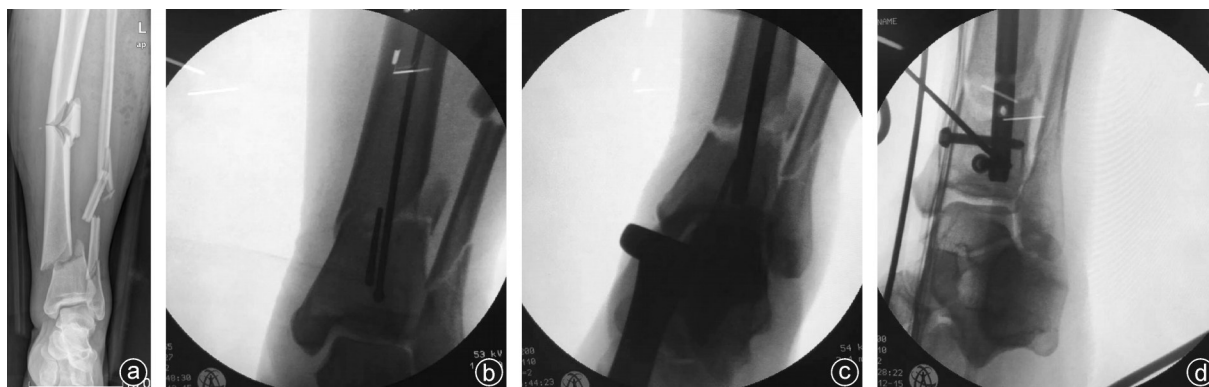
女,46岁,左胫腓骨中下段多段骨折,行阻挡钉辅助复位后置入髓内钉的术前、术中影像图片 a:术前正位X线片示:左胫腓骨中下段多段骨折,断端移位明显;b:按照阻挡钉置入原则在干骺端锐角侧打入阻挡钉并置入导丝;c:置入“金手指”复位,透视见侧方移位纠正满意;d:拔出“金手指”后置入主钉,完成远端螺钉锁定,适当回敲纠正分离移位
